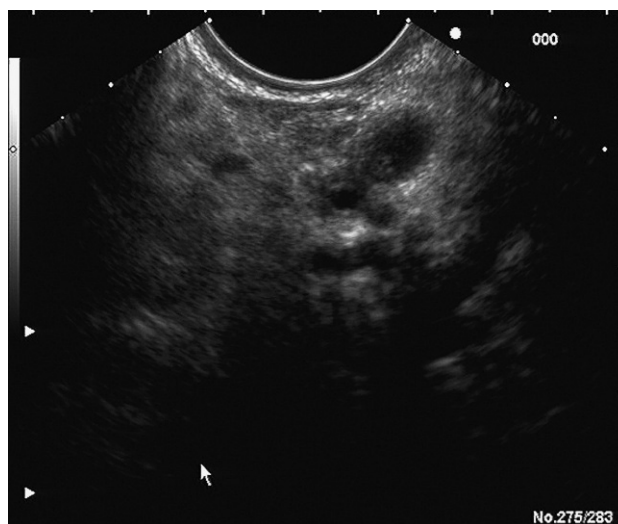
Imagen por ultrasonografía endoscópica, en la que se aprecian múltiples quistes con apariencia de «racimos de uva», localizados en la cabeza del páncreas.
